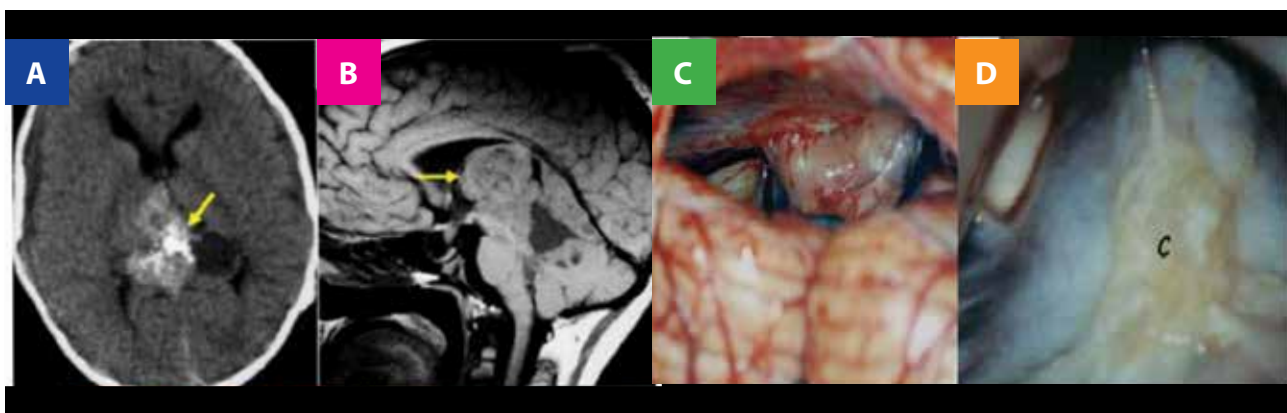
a y b) Imagen axial correspondiente al estudio de tomografía axial computarizada realizado en un paciente afecto de teratoma maduro de la región pineal. Sección axial T2 y sagital T1 del estudio de resonancia magnética, en las que se observa un comportamiento hiperintenso de la lesión en ambas secuencias. c y d) Fotografías intraoperatorias correspondientes a la resección tumoral completa practicada a través de un abordaje supracerebeloso e infratentorial, con exposición de ambos hemisferios cerebelosos.
